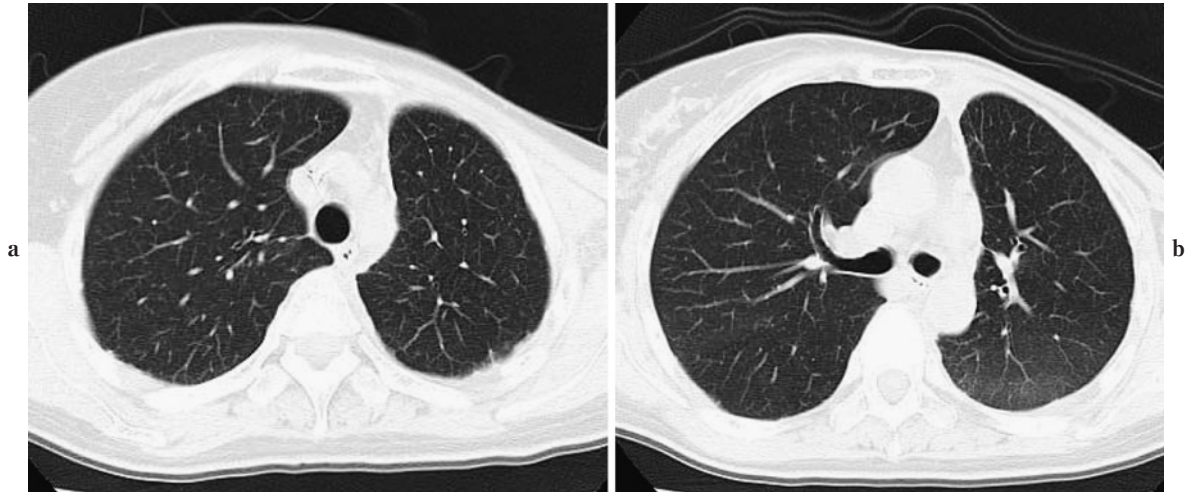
Chest CT (a, b) scans show full expansion of the left lung and complete success of pleurodesis.
